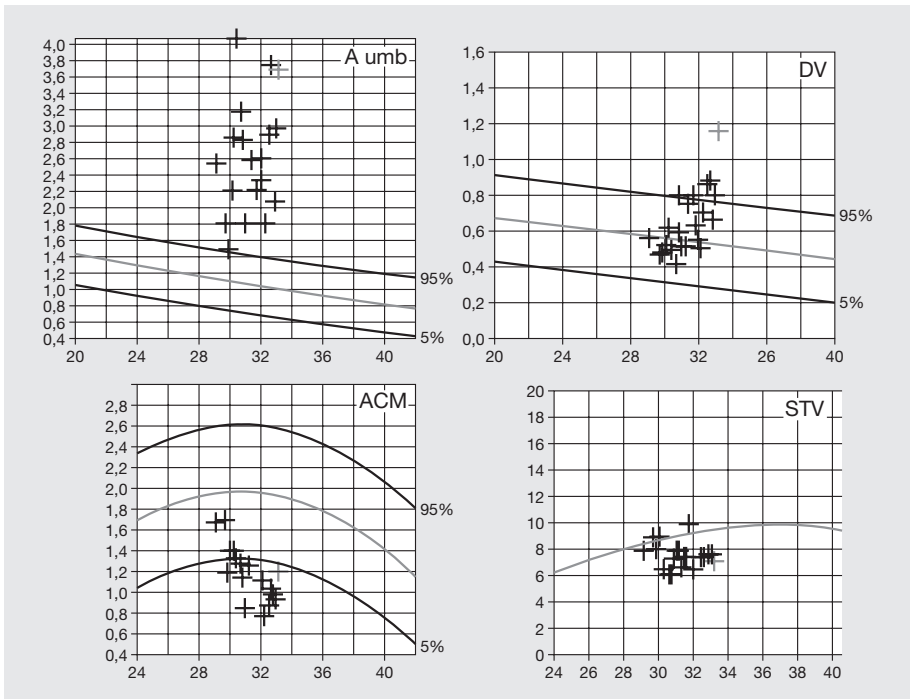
Beispiel für die intensivierte longitudinale Überwachung eines IUGR-Feten im Rahmen der Truffle-Studie durch Doppler der Arteria umbilicalis, des Ductus venosus und der Arteria cerebri media sowie Messung der Kurzzeitvariationen der fetalen Herzfrequenz. Im Bereich von nach klassischer Definition pathologischen (Doppler-)Werten wird durch die Beobachtung von Trends und durch eine multimodale Überwachung nach dem besten Entbindungszeitpunkt gesucht.
